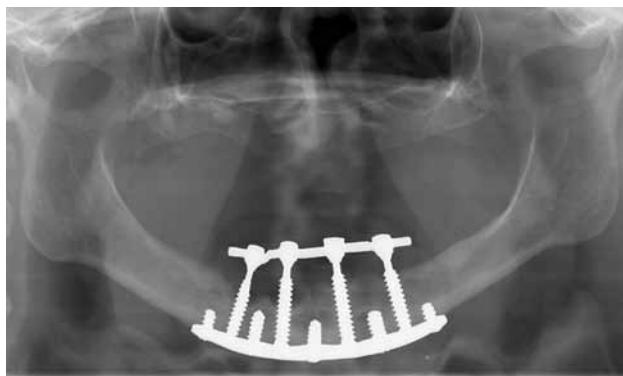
Orthopantomogram. Severe loss of bone loss is seen around the implant posts of the transmandibular implant according to Bosker.
